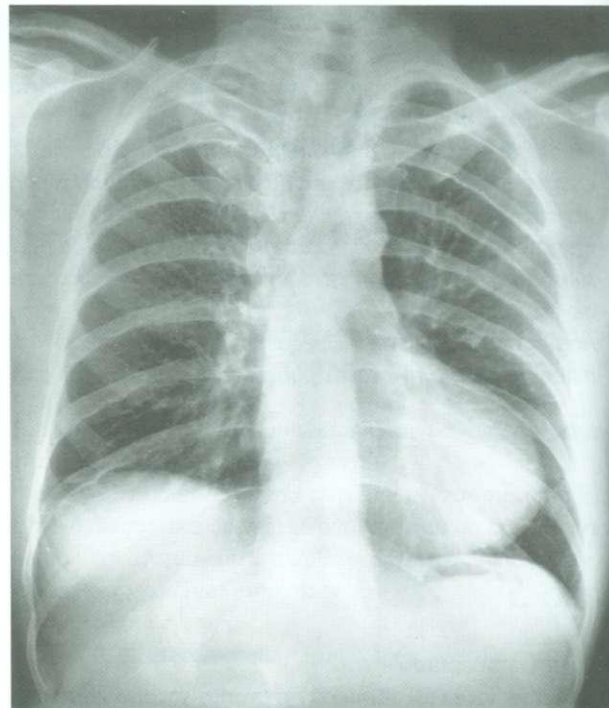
Radiografia do tórax demonstrando incisuras transparentes ao longo da margem inferior das costelas III a VI.
